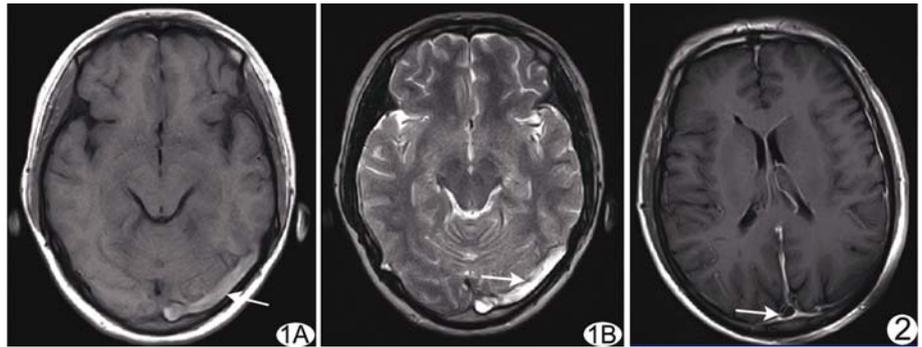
左侧横窦血栓患者 MRI T1WI(A)、T2WI(B)均呈高信号(箭),左侧横窦血管流空效应消失 图 2 轴位位增强 T1WI 示矢状窦内(箭)充盈缺损
